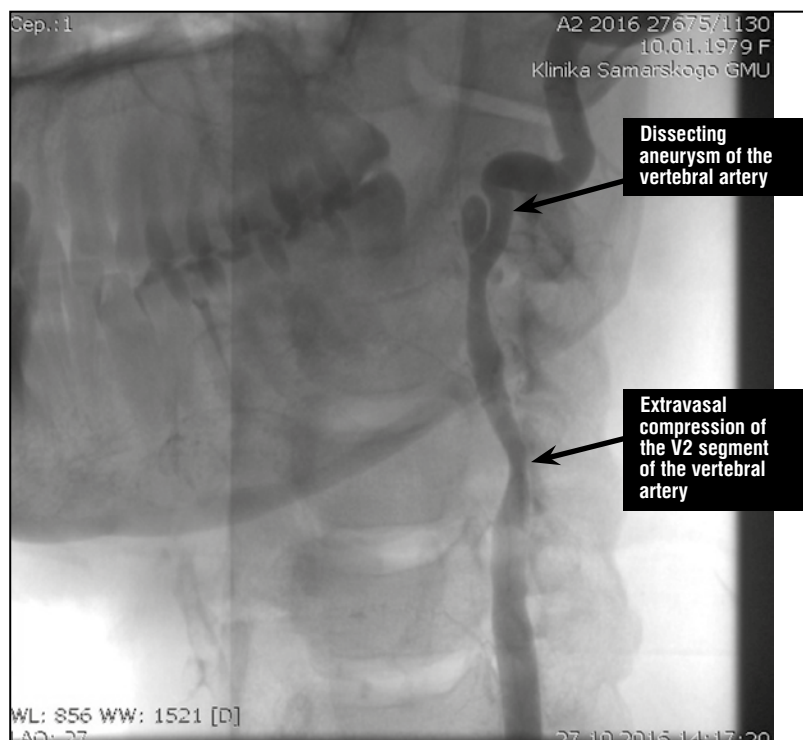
Contrast-enhanced X-ray angiography of the left vertebral artery prior to operation.
